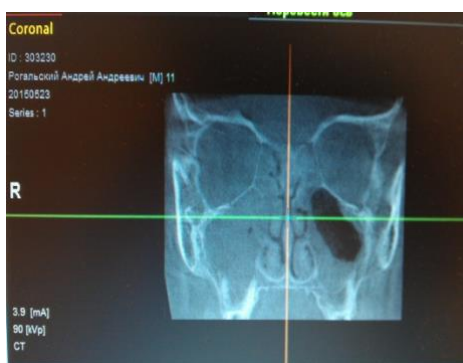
Динамика изменений на КТ у пациентов группы 2 через месяц
